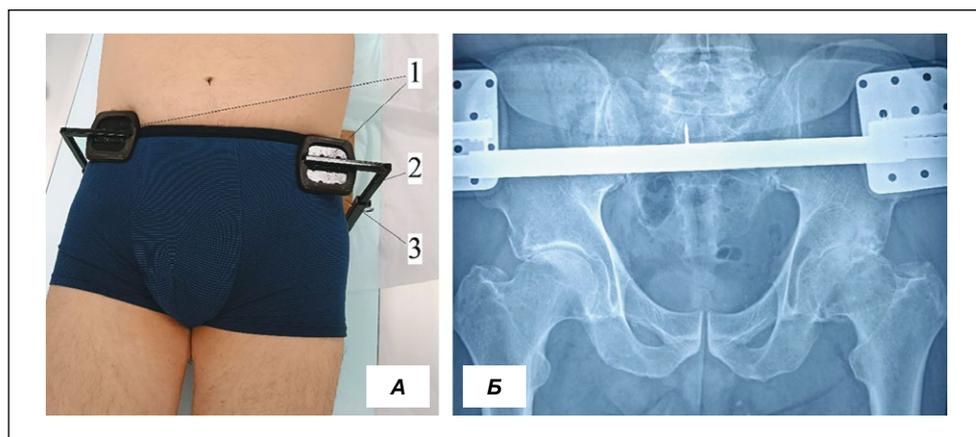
А – Таз пациента, фиксированный в устройстве, Б – рентгенограмма пациента, фиксированного в устройстве: 1 – фиксатор передних верхних подвздошных остей, 2 – подвижные направляющие, 3 – основание устройства.
